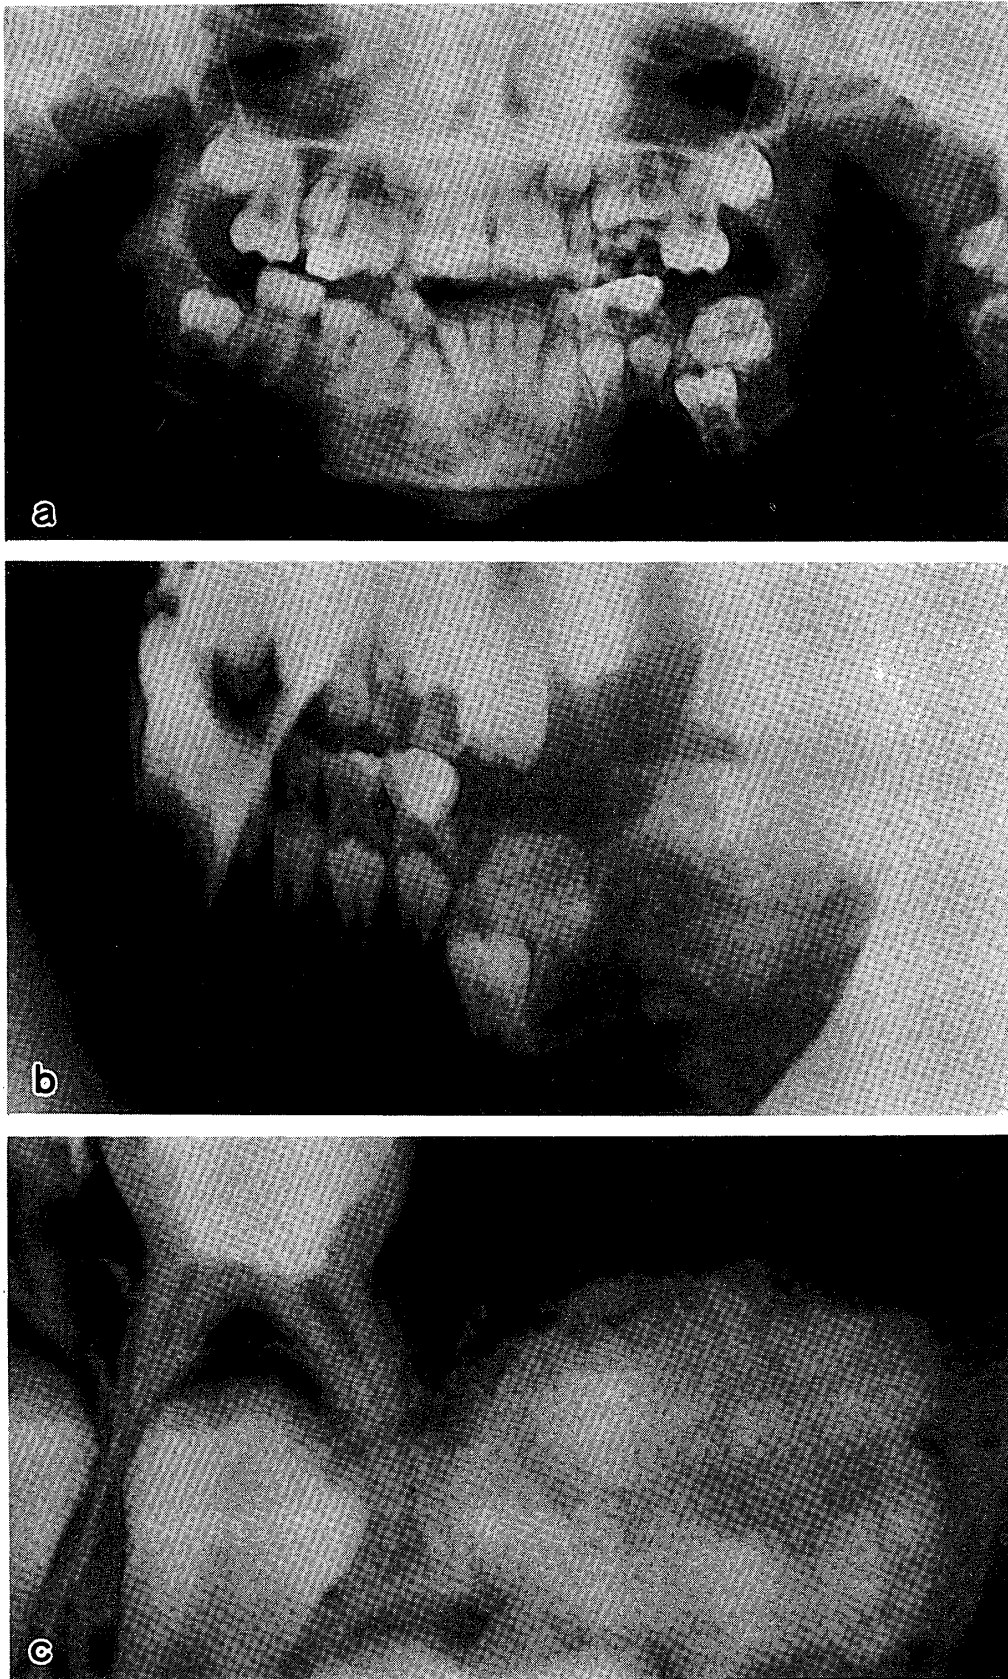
集合性歯牙腫の1例 (a:パノラマX線像, b:側斜位像, c:歯科用X線像;本症例は,一見すると複雑性歯牙腫の様に見られるが,細かな歯牙様物質の集合体であるので,集合性歯牙腫との診断を下した。)
